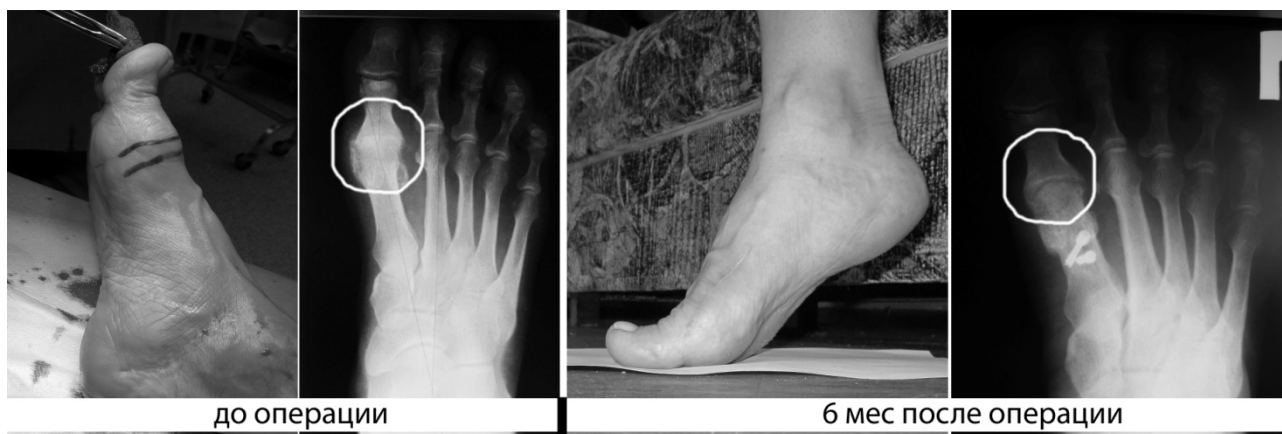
Фотографии и рентгенограммы стоп при поперечном плоскостопии 3 ст. до и после оперативного лечения
